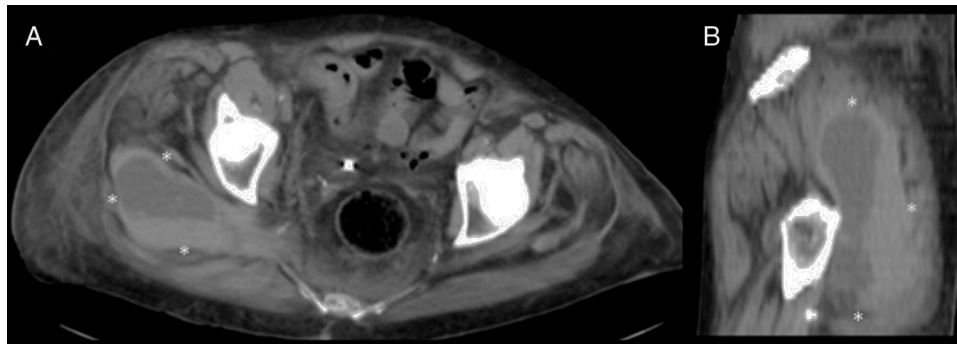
TC pélvica sin contraste: A) Proyección axial. B) Proyección sagital. Colección hiperatenuante (entre asteriscos) correspondiente a gran hematoma glúteo derecho.
